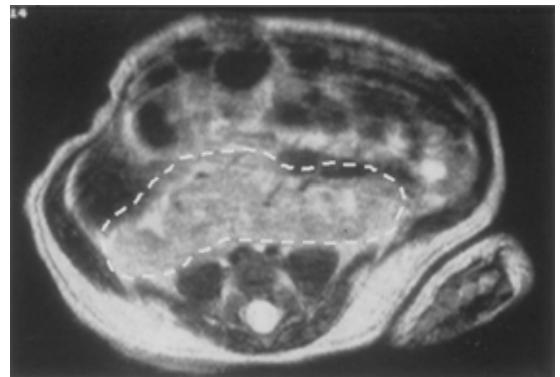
Abdominal MRI in coronal plane showing fused corresponding poles of both kidneys compatible with horseshoe kidney (dots).
